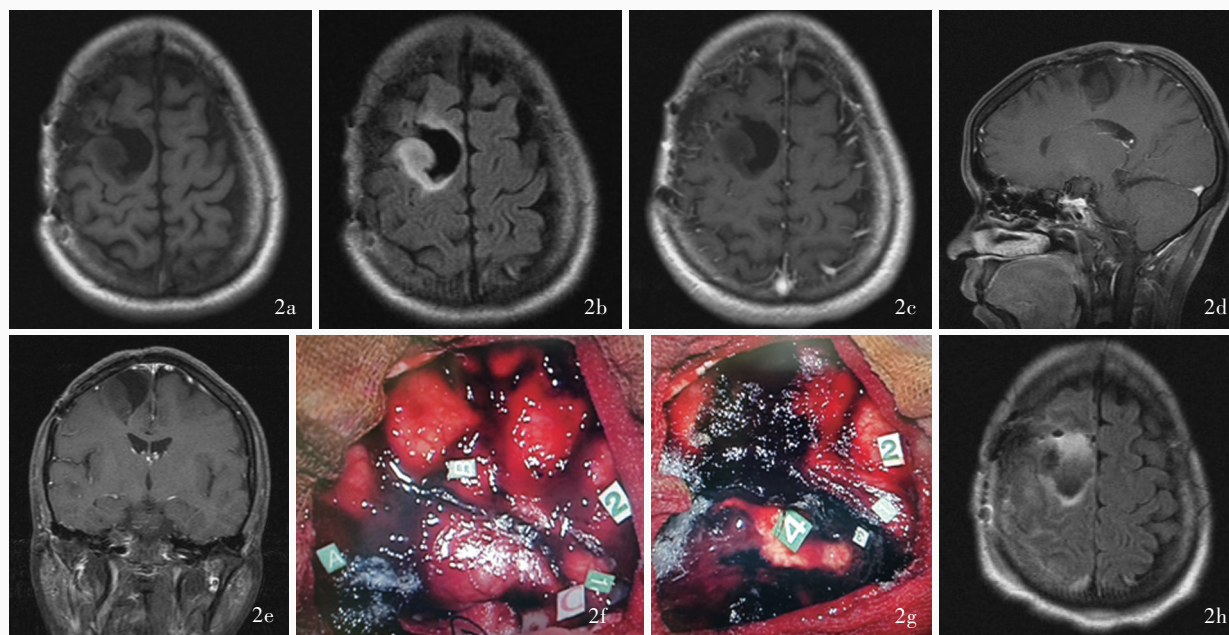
2020 年 6 月 19 日第二次唤醒开颅手术治疗复发胶质瘤。手术前后头部 MRI 和术中所见 2a 术前横断面 T_1 WI 显示,右侧额叶液性术后残腔,残腔外侧壁和后下壁可见结节状实性占位性病变,呈略低信号 2b 术前横断面 T_2 -FLAIR 成像显示实性病变呈均匀高信号 2c 术前横断面增强 T_1 WI 显示实性病变无明显强化 2d 术前矢状位增强 T_1 WI 显示,病变深部白质无明显受压 2e 术前冠状位增强 T_1 WI 显示病变与锥体束关系密切 2f 术中切除肿瘤(标记点 A 为术中超声定位的肿瘤前界,标记点 B 为肿瘤外侧界,标记点 C 为肿瘤后界)前直接皮质电刺激定位运动区(标记点 1 为小指和无名指运动区)和感觉区(标记点 2 为无名指感觉区) 2g 肿瘤达功能边界最大程度切除后直接皮质下电刺激定位运动传导纤维(标记点 3 为手指运动区,标记点 4 为足部运动区) 2h 术后横断面 T_2 -FLAIR 成像显示病变全切除
